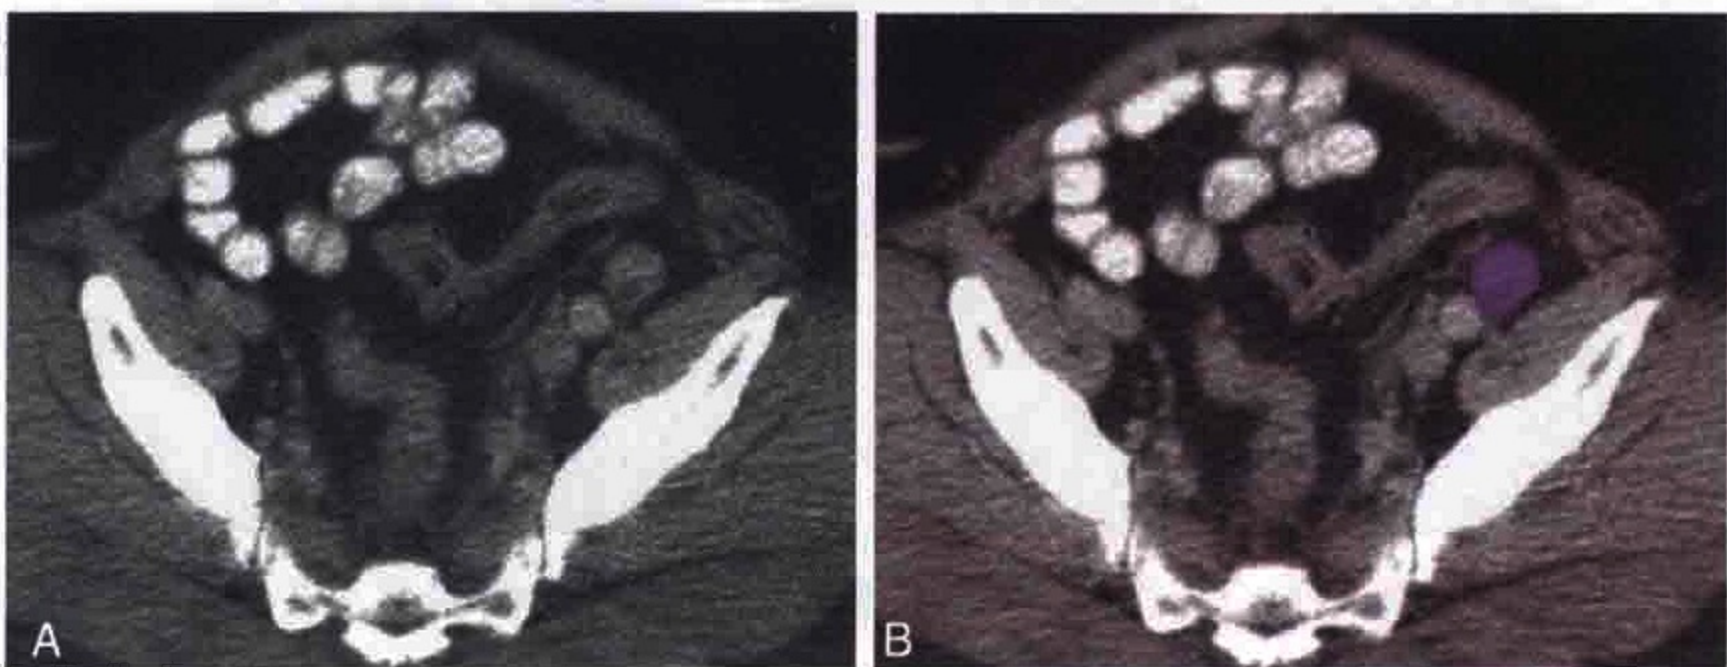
横轴位 CT 图像示膀胱癌患者左髂外淋巴结转移（紫色）
